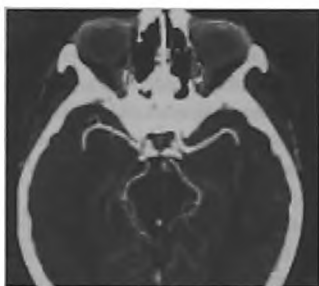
КТ-АГ выполнена на 22-е сутки от начала развития САК: выявлена мешотчатая артериальная аневризма ПМА-ПСА до 4 мм в диаметре, признаки церебрального ангиоспазма.
